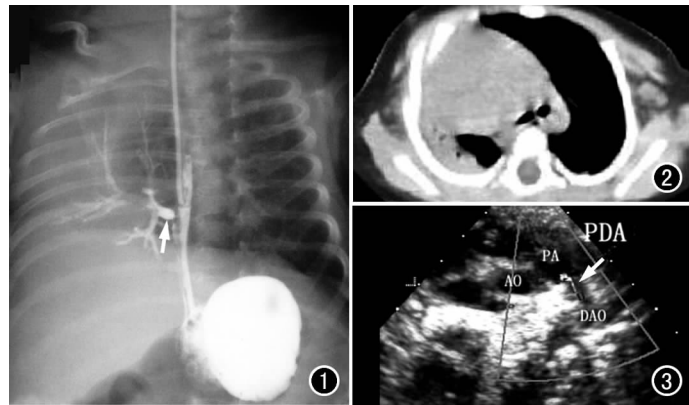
上消化道碘油造影示食管下段有一瘘管(箭), 与右下肺支气管相通, 支气管呈树状显影, 右侧肺野呈大片状密度均匀致密影。图 2 肺部 CT 纵隔窗图像显示右肺体积小, 提示右肺发育不良。图 3 心脏超声大动脉短轴切面示动脉导管内有一细小左向右分流信号(箭), 提示动脉导管未闭。
